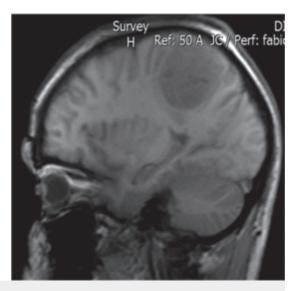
Resonancia nuclear magnética en la que se aprecia gran masa tumoral extra axial de 6,0 x 5,0 cm sobre el área motora izquierda, región parietal, bien vascularizada con efecto compresivo.
